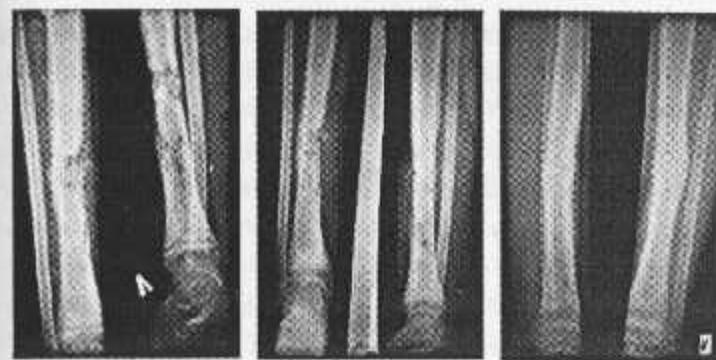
Рентгенограмма больной П., 9 лет. Острый гематогенный остеомиелит левой большеберцовой кости, осложненный патологическим переломом
